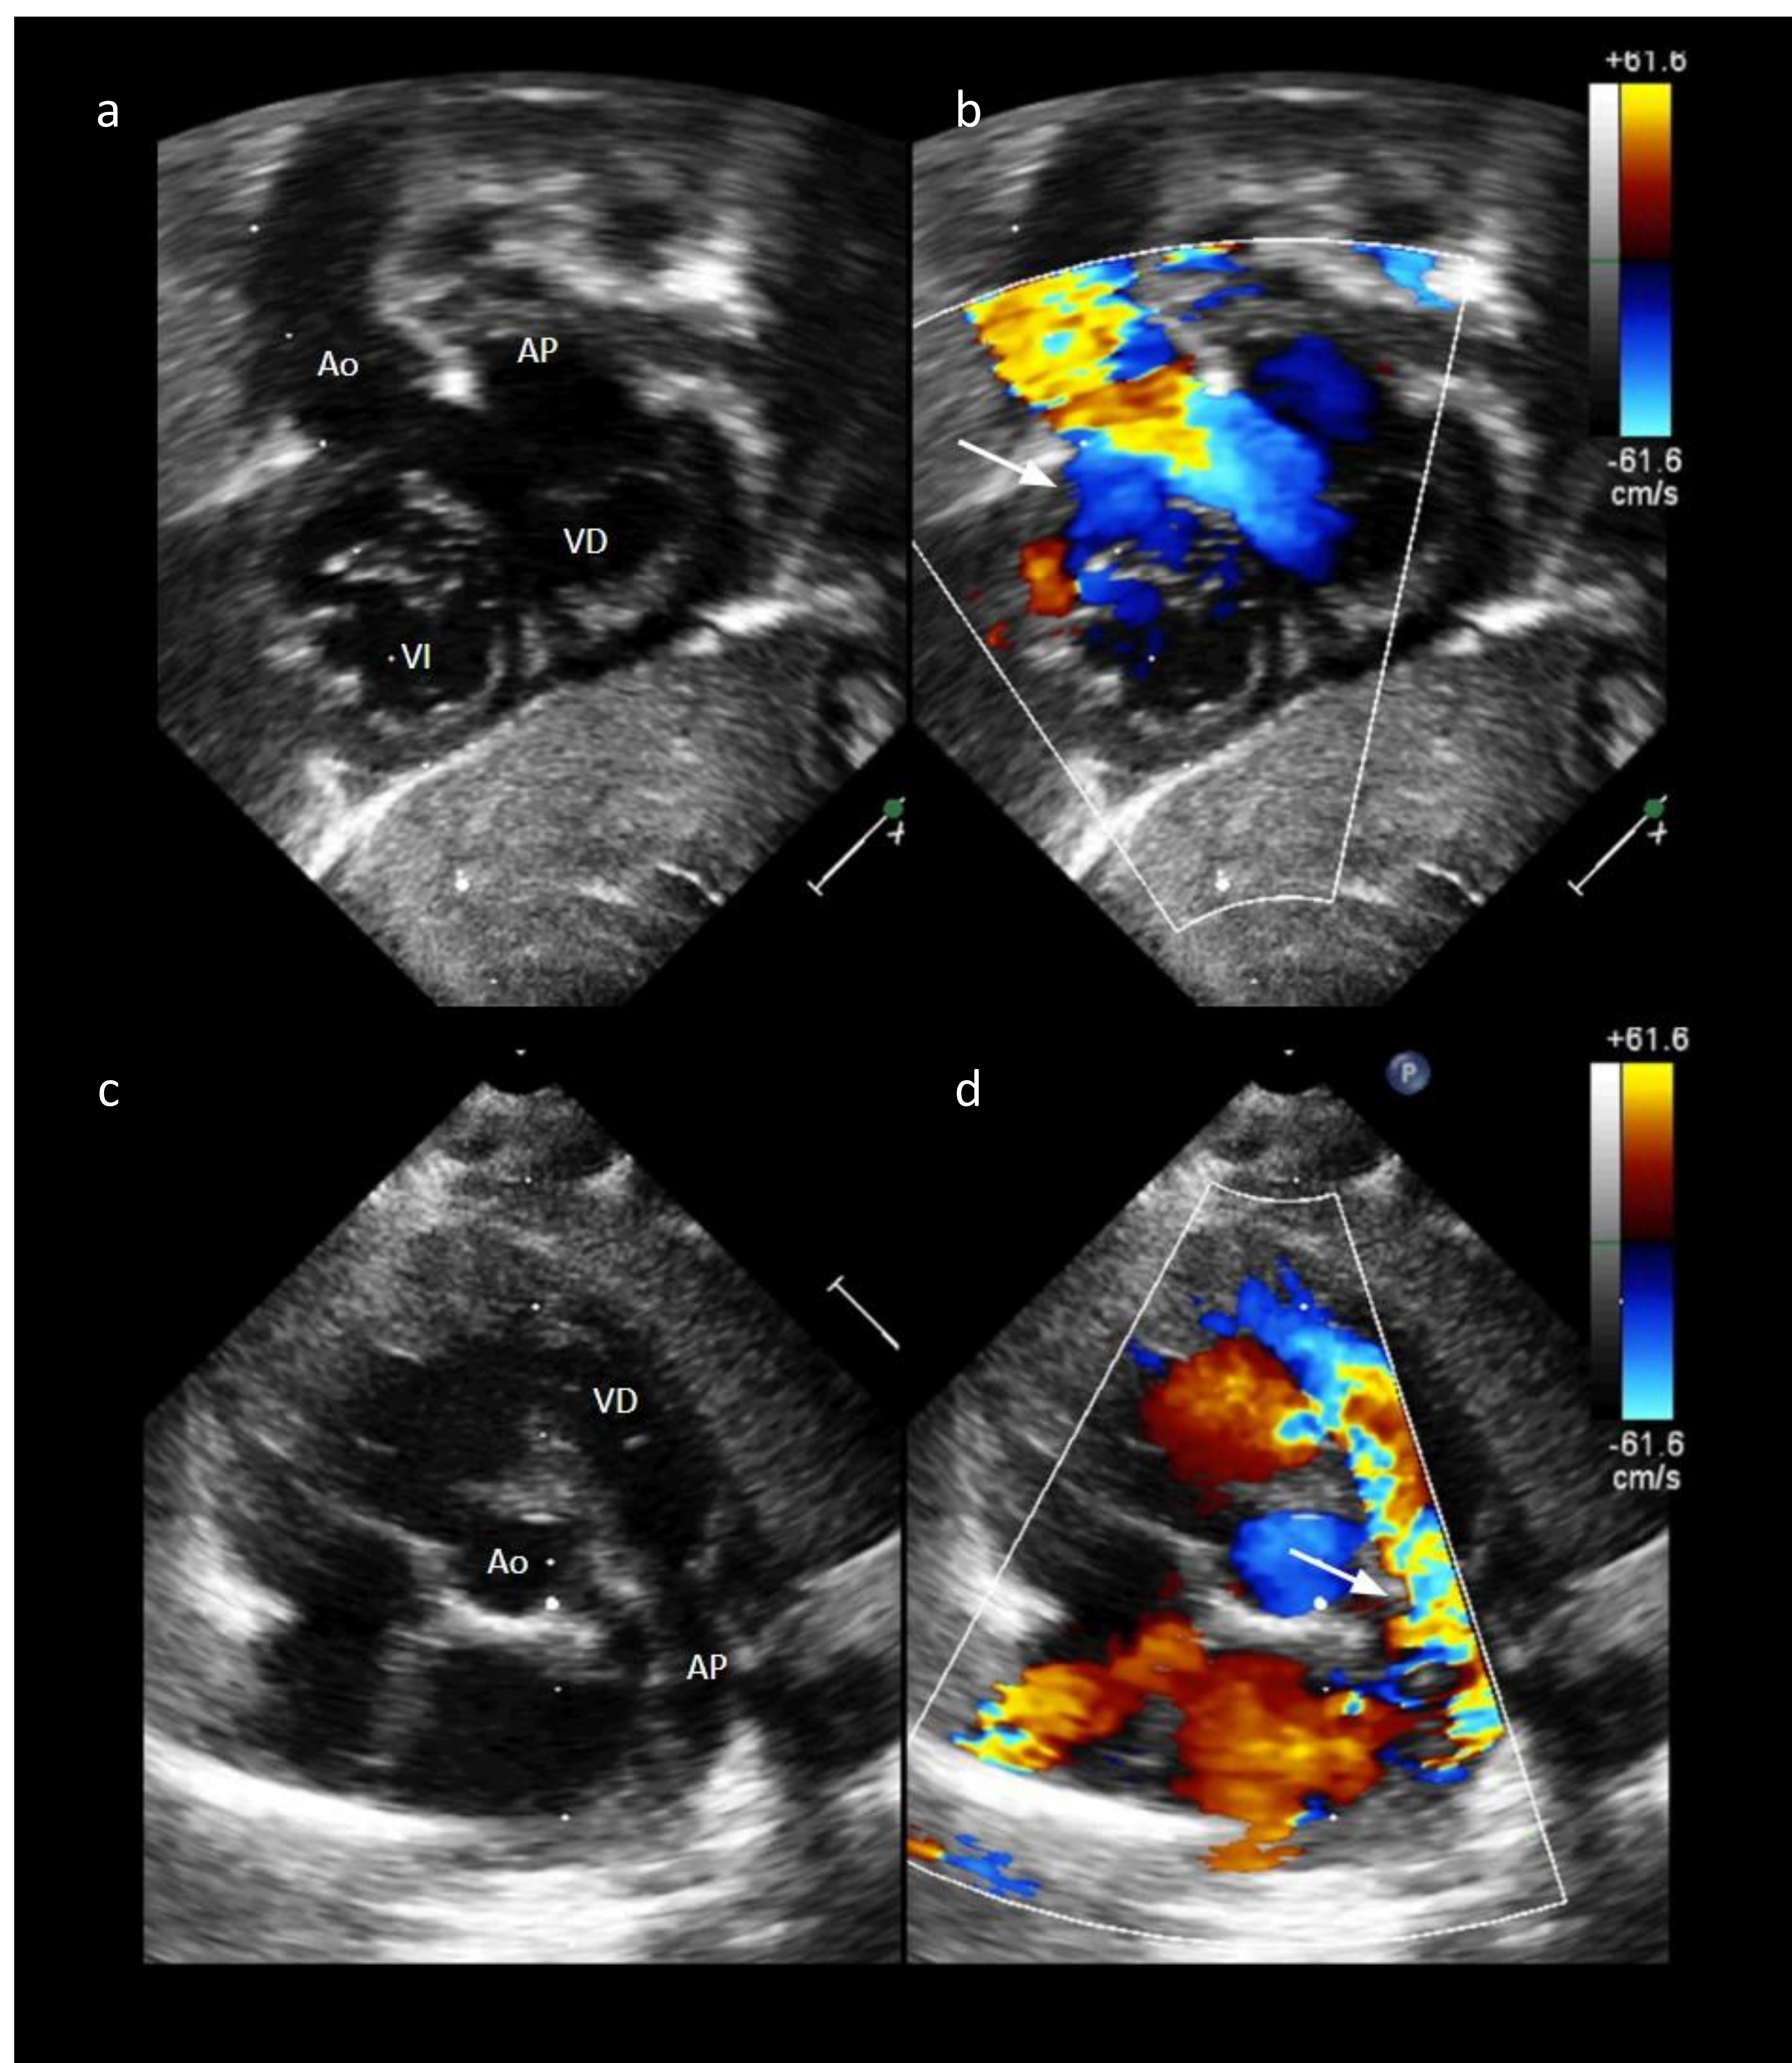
Ecocardiografía en modo B y Doppler de un neonato con VDDS subaórtico y estenosis pulmonar. En el estudio Doppler se observa cómo el flujo se dirige desde el VI a la raíz aórtica (*flecha en b*), y se produce un aliasing en el tronco pulmonar demostrando la estenosis pulmonar (*flecha en d*).
